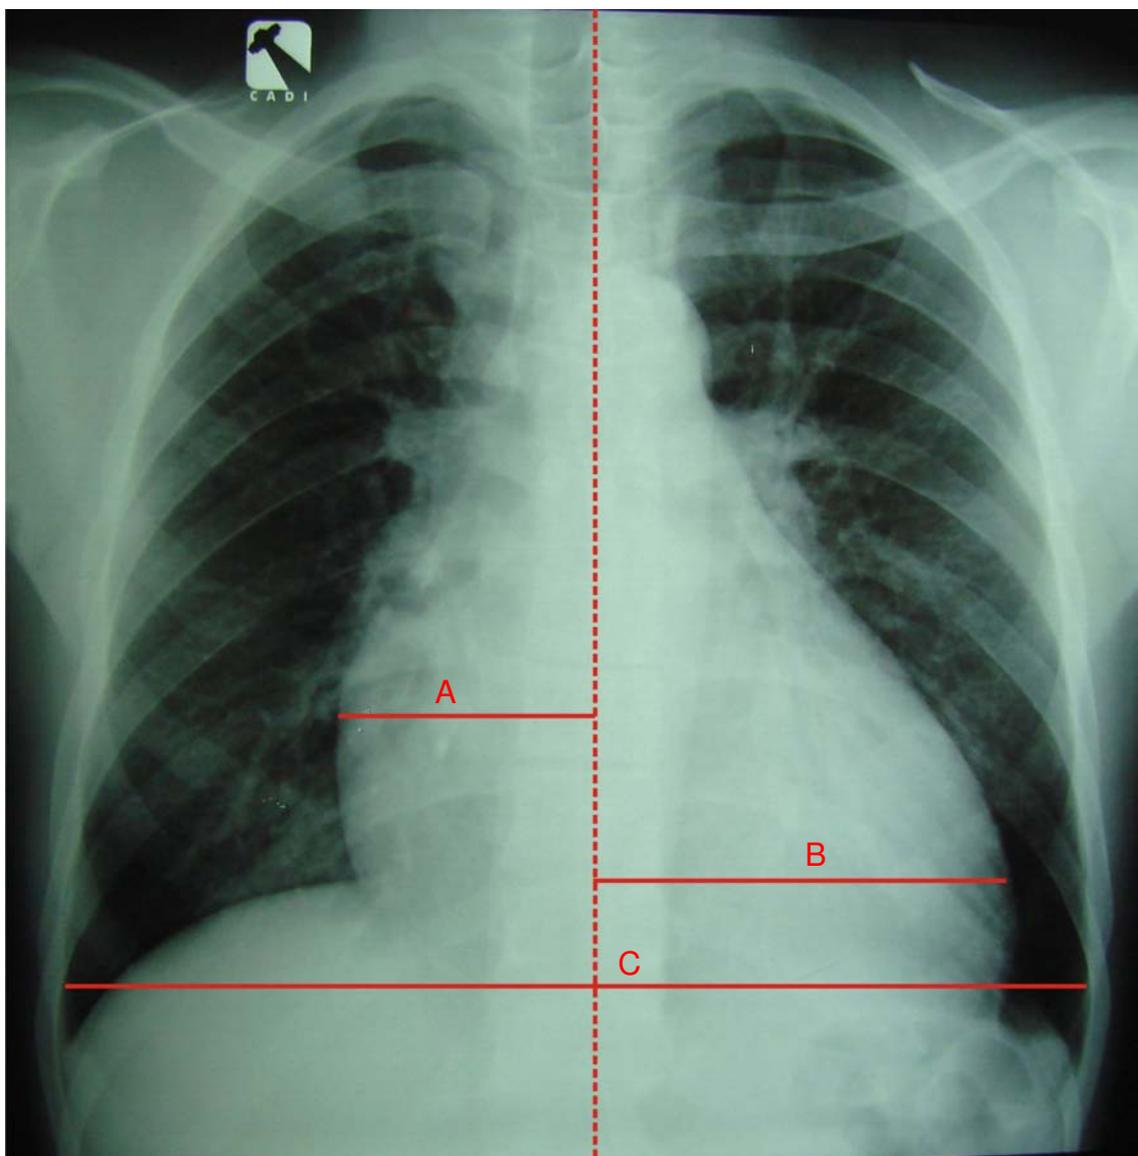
Radiografia de tórax do paciente RAS, 28 anos, sexo masculino. São mostrados os pontos que devem ser corretamente utilizados para cálculo do ICT.
